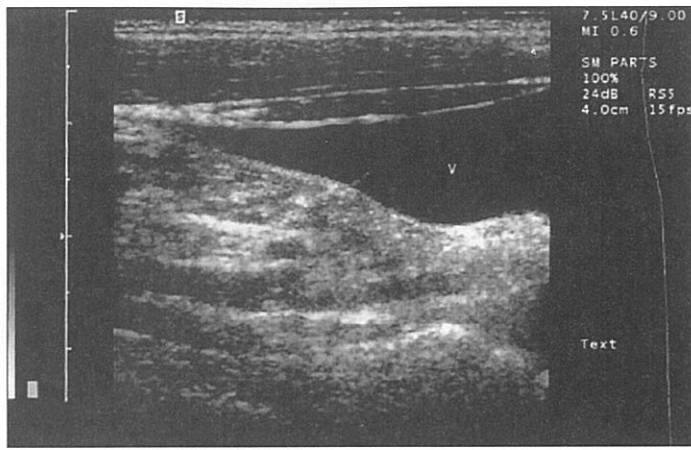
Ecografia cu abord longitudinal al gâtului arată vena jugulară internă îngustându-se în punctul unde pulsează vena jugulară. V=venă. [Reprodusă cu permisiunea lui Lipton B: Estimarea presiunii venoase centrale prin ecografia venei jugulare interne. *Am J Emerg Med* 18: 432, 2000. Toate drepturile de autor aparțin Elsevier.]
